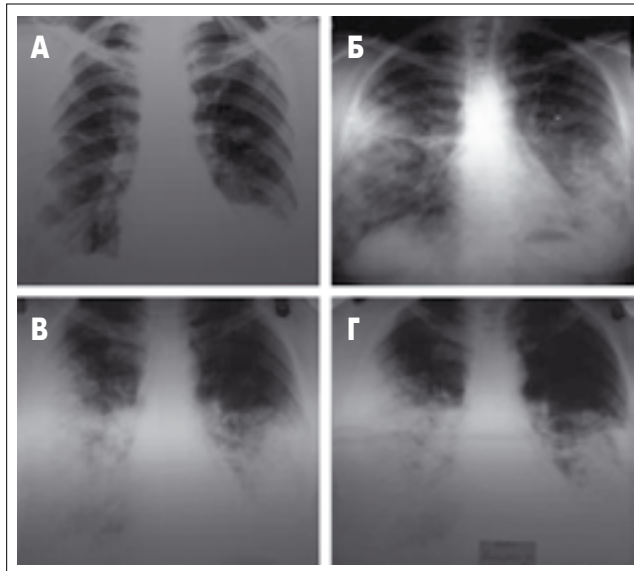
Динамика рентгенологических изменений у пациентки Т. А – рентгенограмма ОГК от 25.02.2014, Б – рентгенограмма ОГК от 09.07.2014, В – рентгенограмма ОГК от 19.09.2014, Г – рентгенограмма ОГК от 29.09.2014
